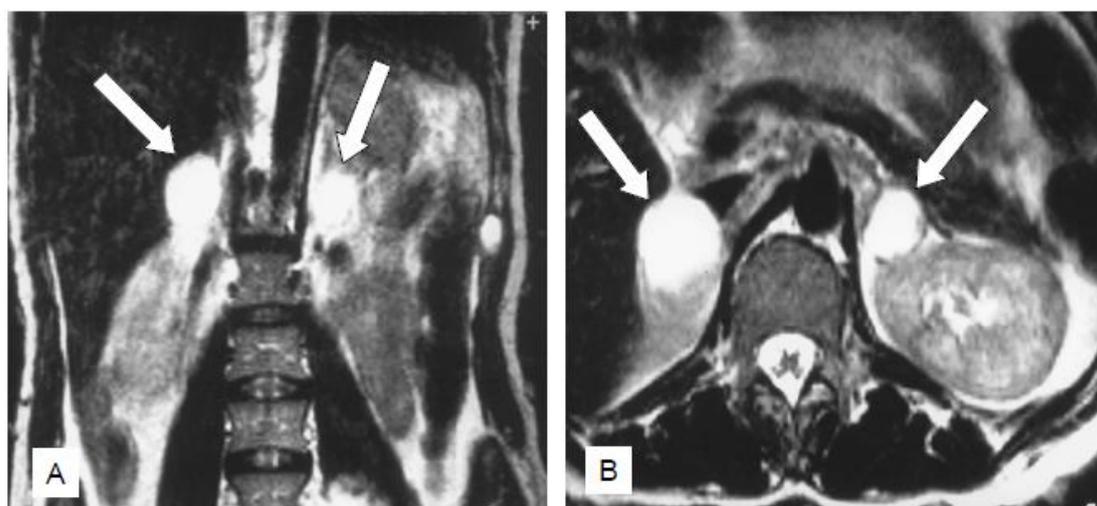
1 型神经纤维瘤病合并双侧肾上腺嗜铬细胞瘤。见 MRI，纵向图(A)，横面图(B)。
